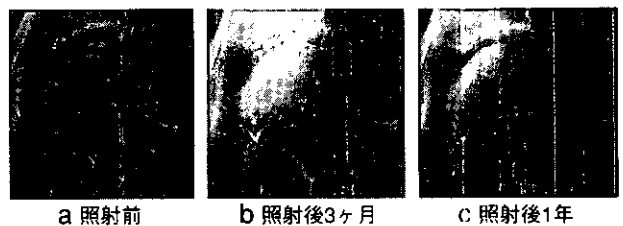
症例1、単純X線。5-a；照射前、5-b；照射後3ヶ月、5-c；照射後1年。
